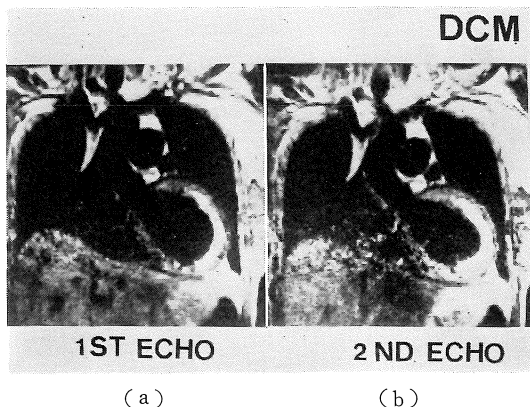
Representative case (No.1) of dilated cardiomyopathy by MRI. Coronal images of first (a) and second (b) echo showed high signal intensities at antero-lateral, apical region.
